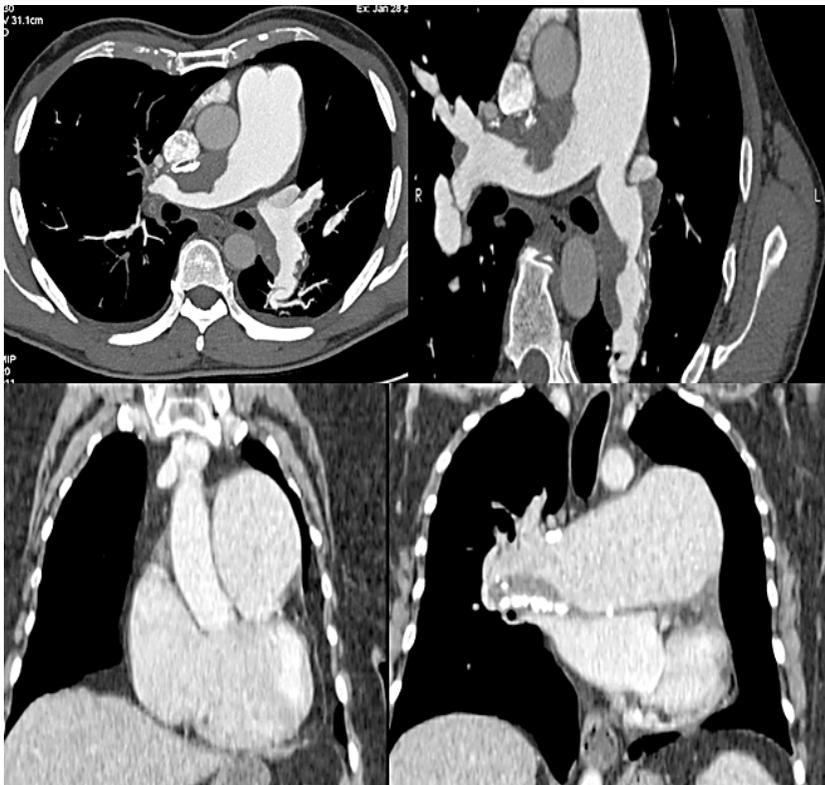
СКТ-картина при хронической постэмболической легочной гипертензии (разные клинические случаи, иллюстрирующие стенозы основных стволов легочных артерий).
